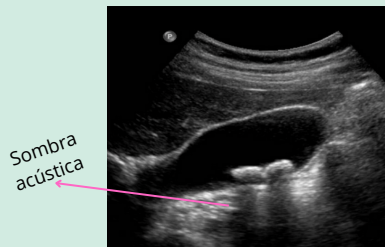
La ecografía muestra dos cálculos biliares dentro de la vesícula biliar. Los cálculos están ubicados en posición dependiente y presentan sombra acústica posterior, lo que permite diferenciarlos de los pólipos vesiculares. Fuente: Case courtesy of Andrew Dixon, [Radiopaedia.org, rID: 9558](https://radiopaedia.org/rID:9558)
